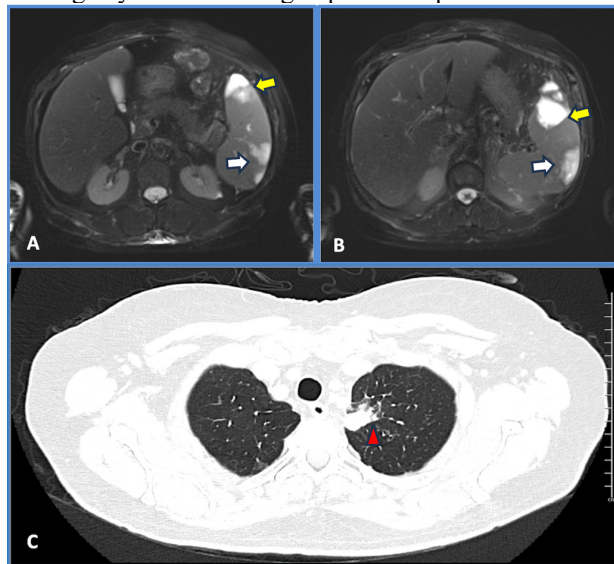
(A–B): RM de abdomen que muestra esplenomegalia de 15 cm con múltiples lesiones cuneiformes de base cortical y ausencia de captación tras la administración de contraste que sugieren infartos (flechas blancas y amarillas). (C) TC torácica que muestra un nódulo pulmonar solitario de 15 × 13 × 24 mm en el lóbulo superior izquierdo (triángulo rojo).
